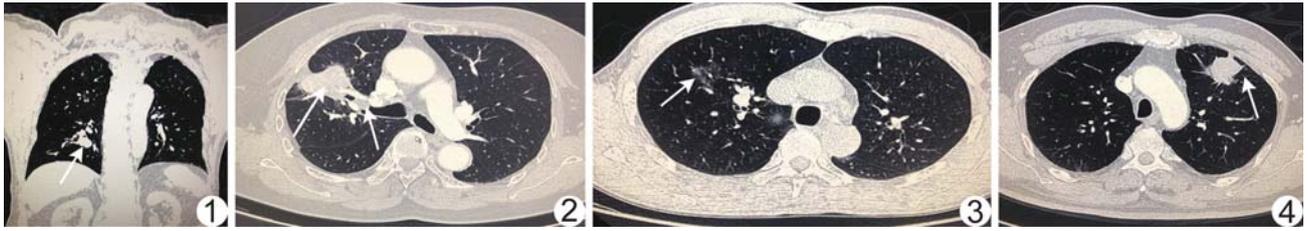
患者男,74 岁,右肺下叶支气管典型类癌 CT 肺窗图像示右肺下叶支气管内肿块(箭),向腔内外生长,呈现腔内小结节、腔外大肿块的典型“冰山征” 图 2 患者女,76 岁,右肺上叶支气管典型类癌 CT 肺窗图像示右肺上叶支气管腔内结节(短箭),远端肺组织不张(长箭) 图 3 患者男,44 岁,右肺上叶支气管典型类癌 CT 肺窗图像示右肺上叶片状磨玻璃影,边界不清(箭) 图 4 患者男,62 岁,左肺上叶支气管不典型类癌合并高分化肺腺癌 CT 肺窗图像示左肺上叶浅分叶肿块(箭),边缘毛糙,可见血管集束征、胸膜凹陷征
